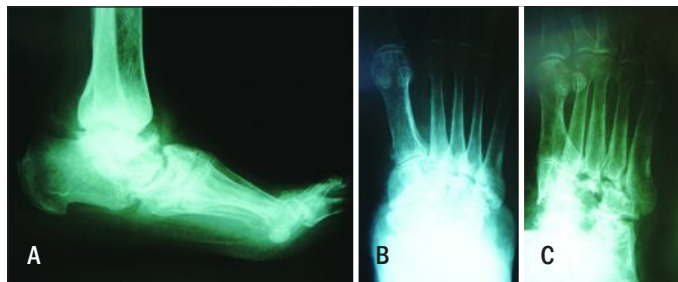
Radiografia realizada 2 anos depois, em maio de 2011.
